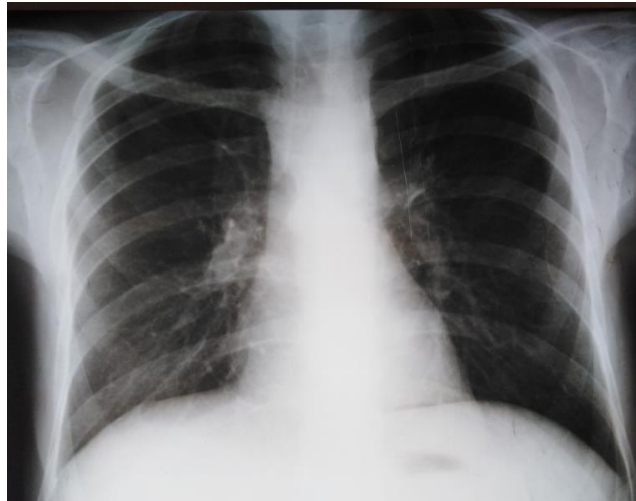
Radiographie thoracique du patient 01 de face .
